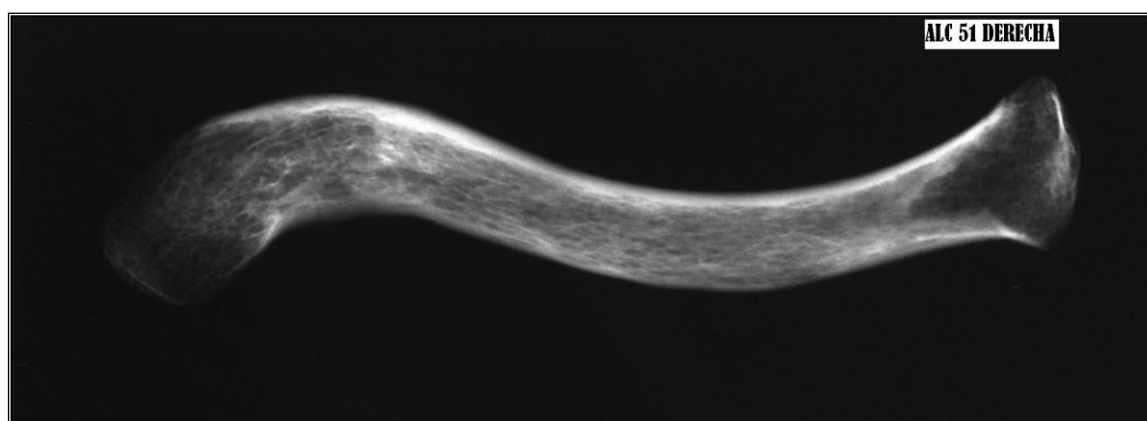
Radiografía de clavícula derecha. Mujer de 73 años.
